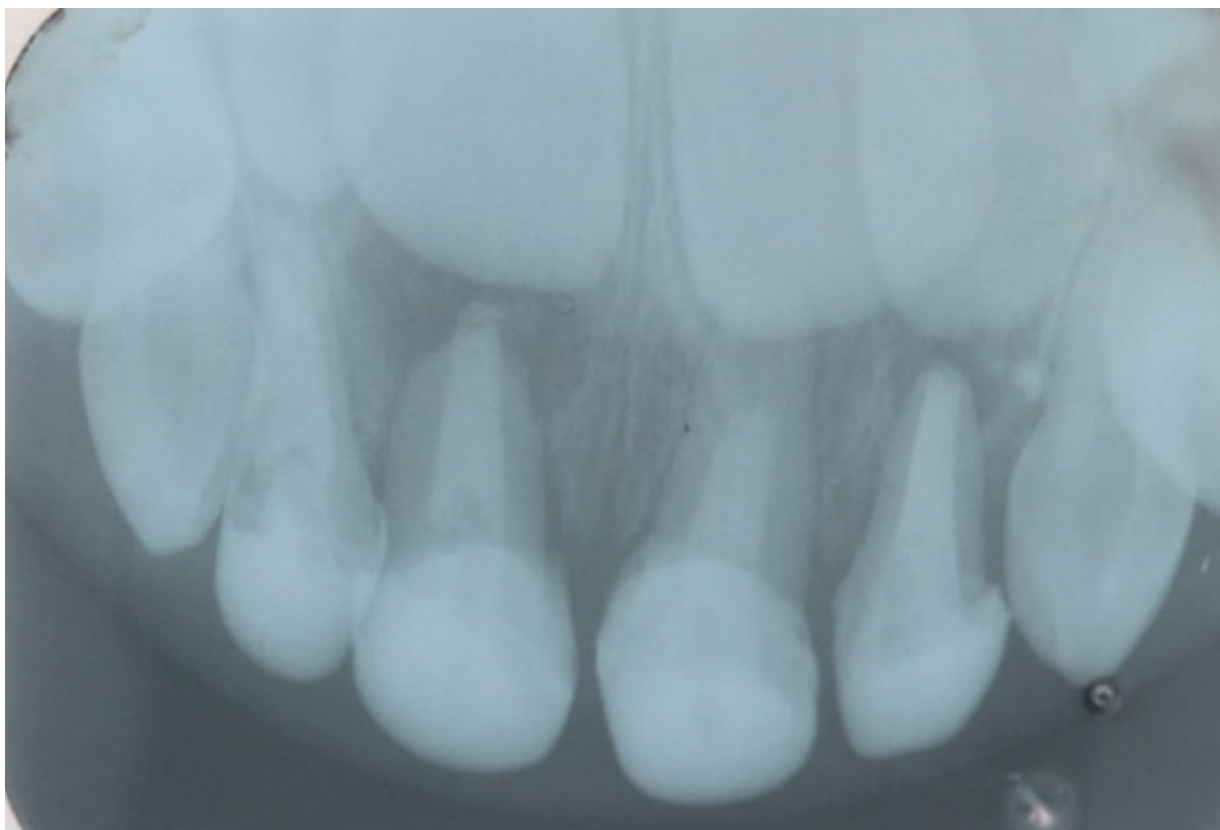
Radiografia final após a confecção da coroa com resina composta. Fonte: Os autores.
